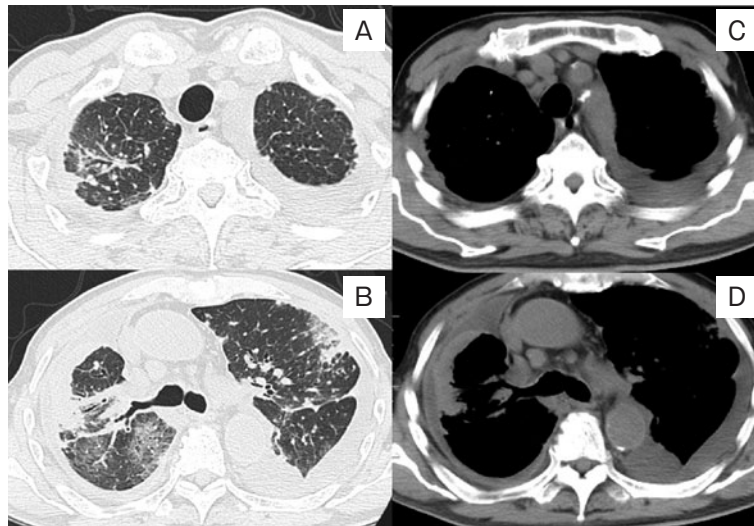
入院時単純CT。(A, B) 肺野条件。両側肺野にすりガラス影, 散在する粒状影, 胸膜側に帯状のコンソリデーションを認める。(C, D) 縦隔条件。両側に少量の胸水。縦隔リンパ節腫大を認め, 一部に石灰化がみられる。
